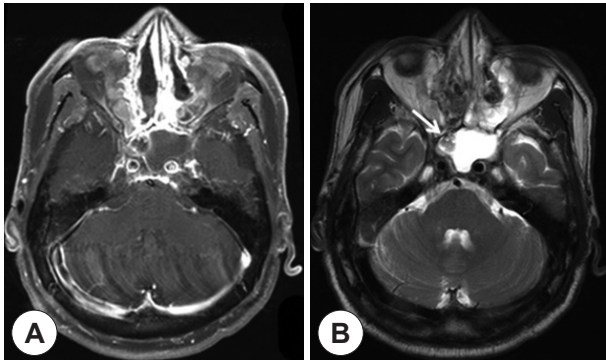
Post-endovascular coil embolization brain MRI. There are no evidence of hemorrhage and neurologic deficit in the brain parenchyma. A: Axial T1 weighted image. B: Axial T2 weighted image, there is an artifact in the right cavernous sinus due to endovascular coils (arrow).
